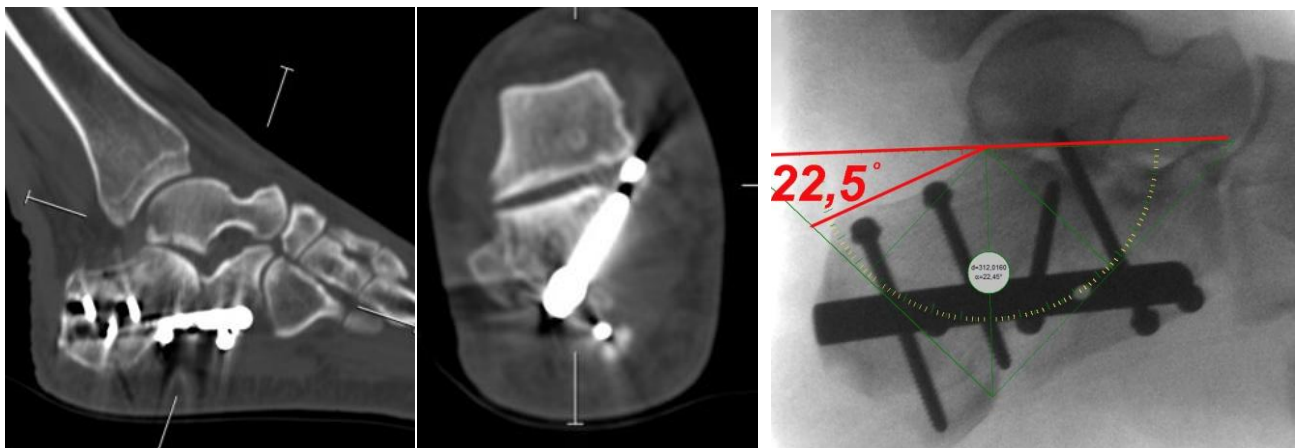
Боковая послеоперационная рентгенограмма и томограммы пациентки, угол Белера при измерении составил 22,5 градусов. По томограммам подтаранный суставные поверхности конгруэнтны.
